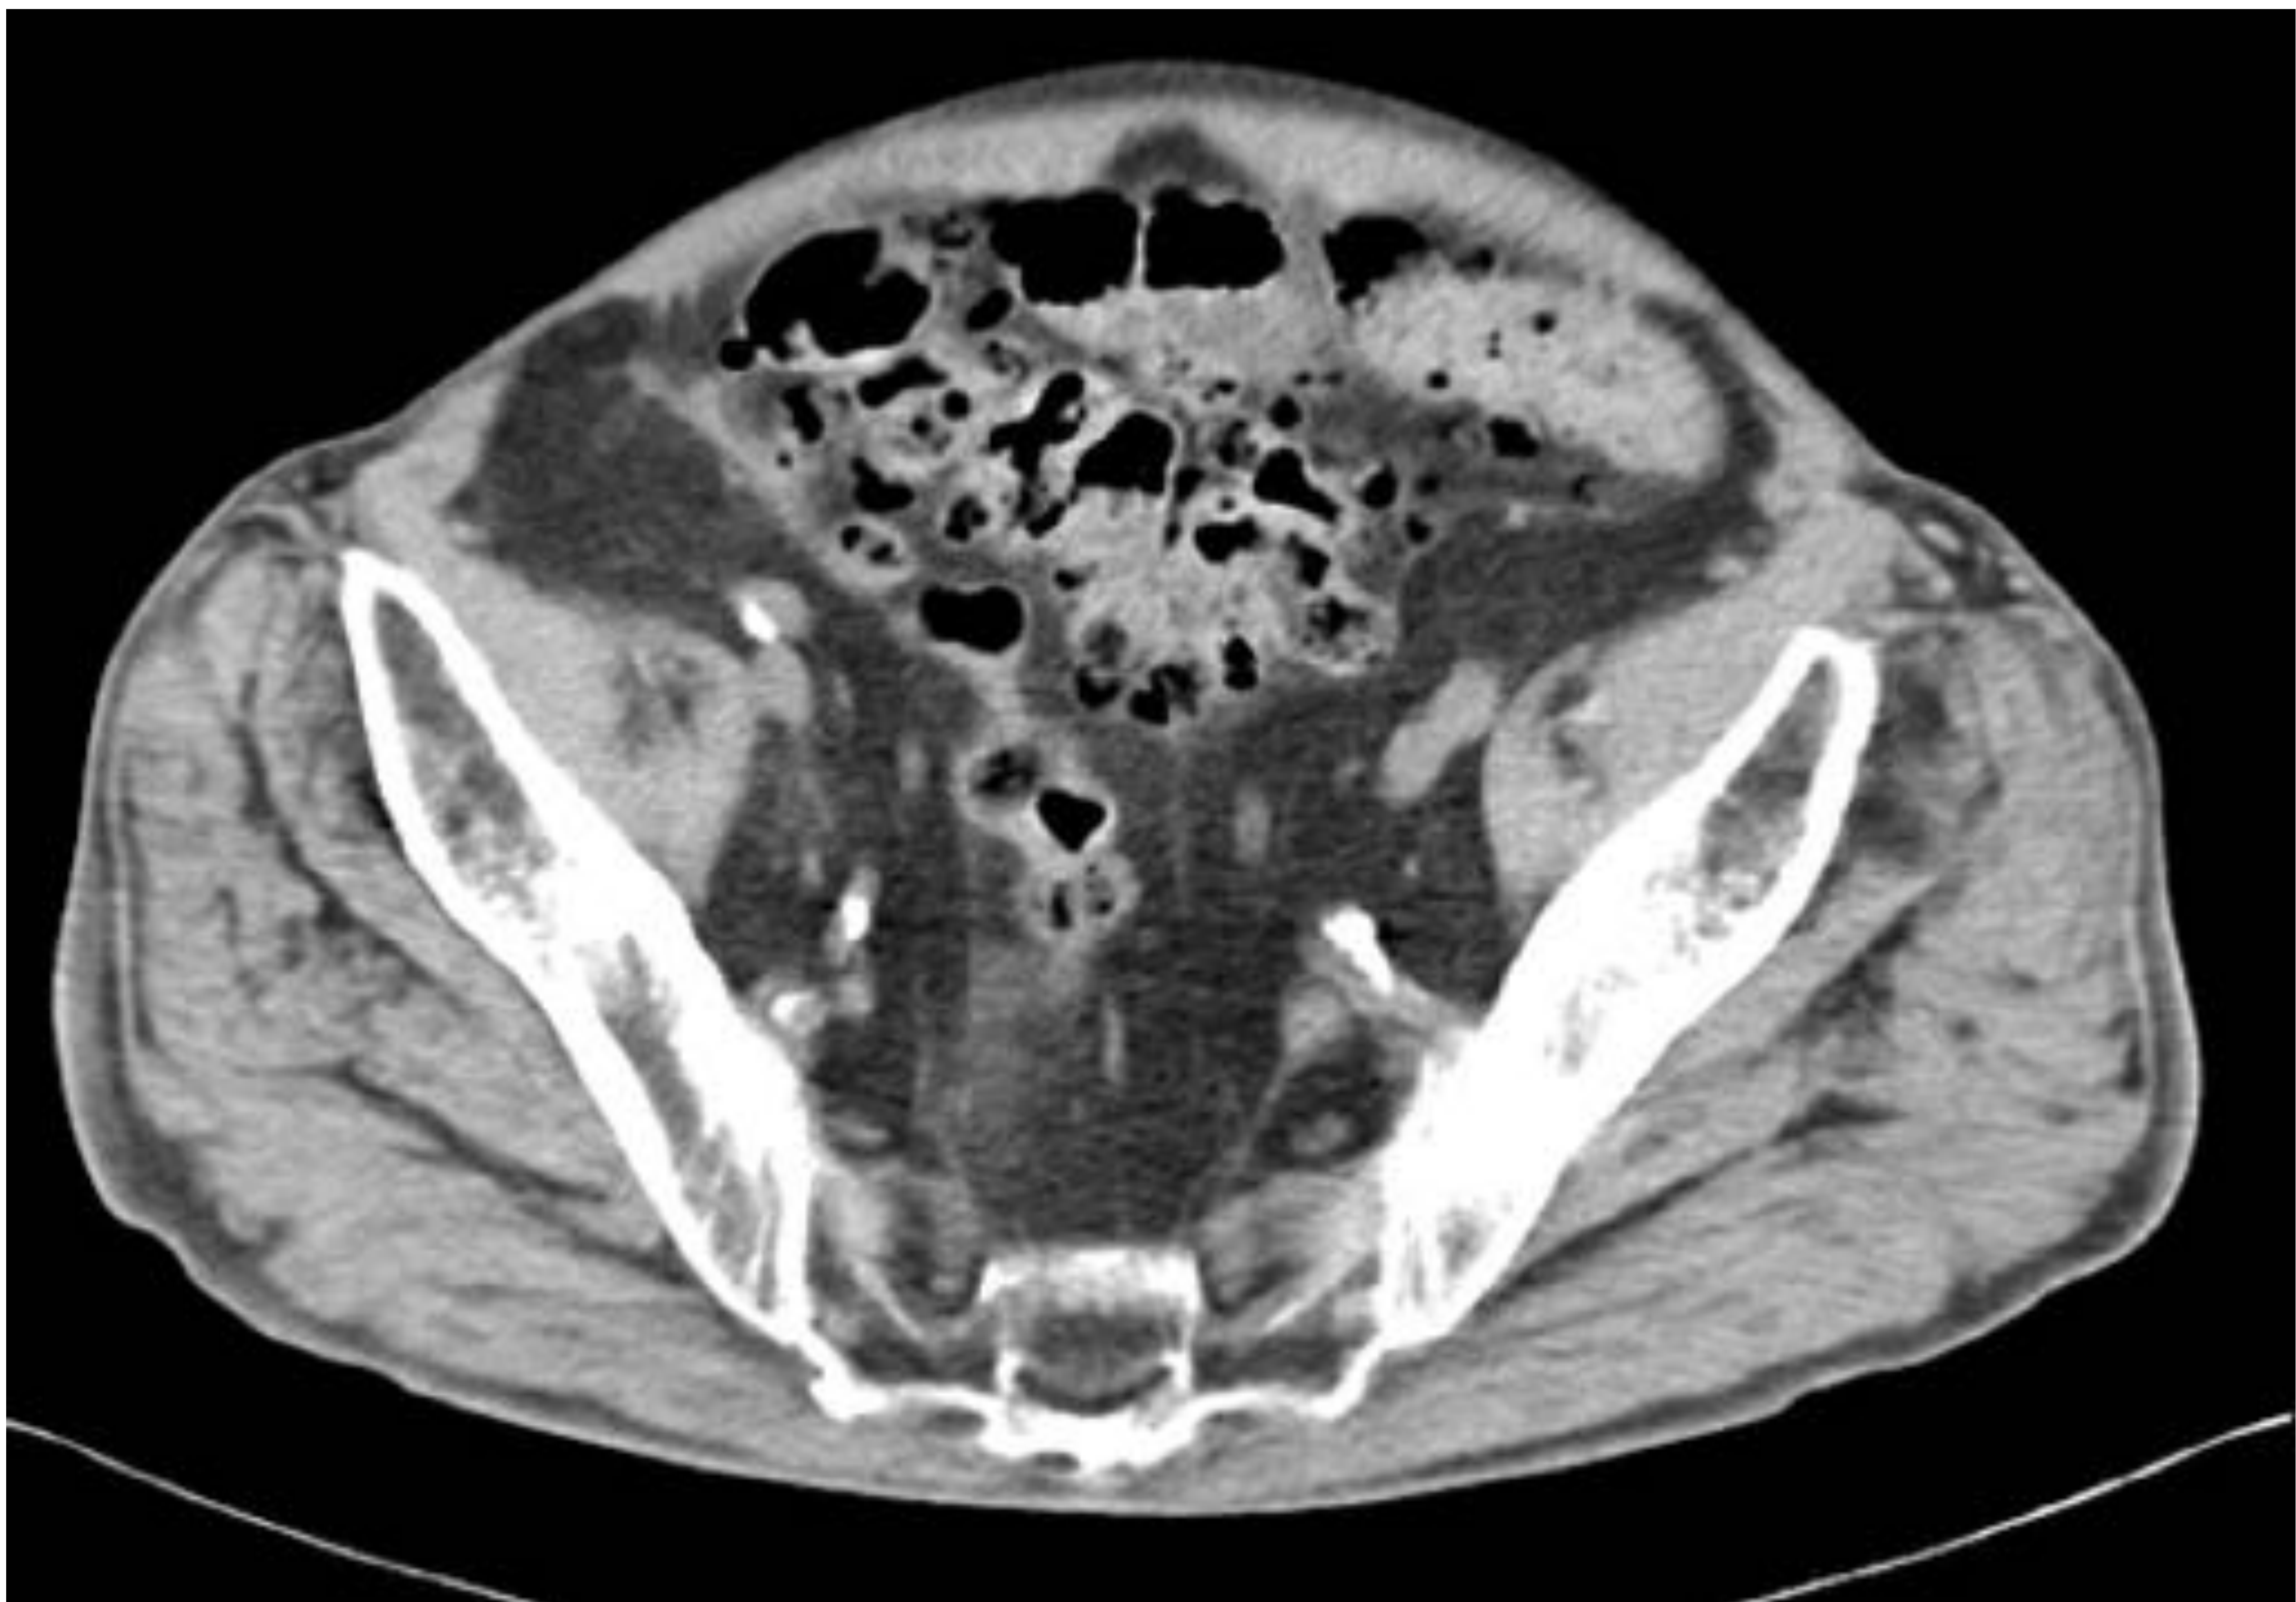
Se observan múltiples pseudodivertículos en la porción sigmoidea del colon como hallazgo incidental en un estudio de TC abdominal realizado por otro motivo.
